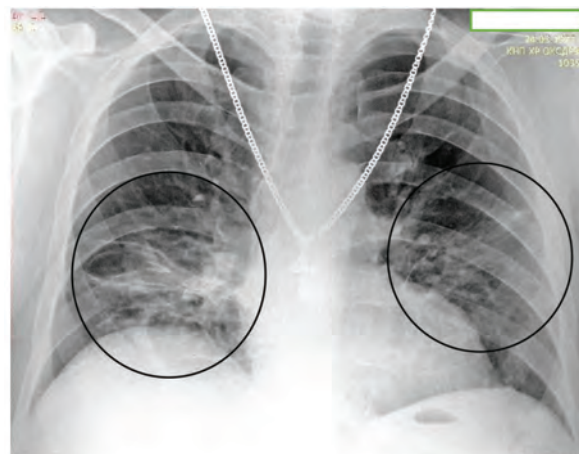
Рентгенограма хворого К., 43 р. Визначаються фіброзні зміни у проекції середньої частки правої легені
